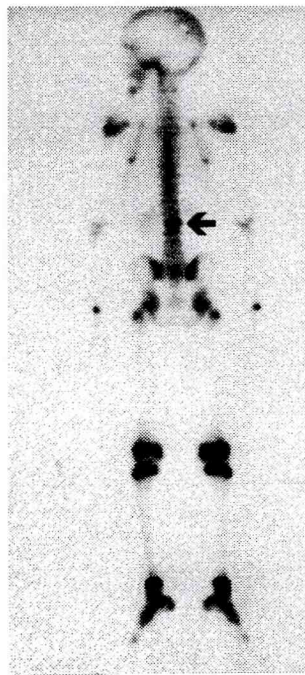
Hiper captação do radiofármaco TC⁹⁹ em L₂ (Cintilografia).
